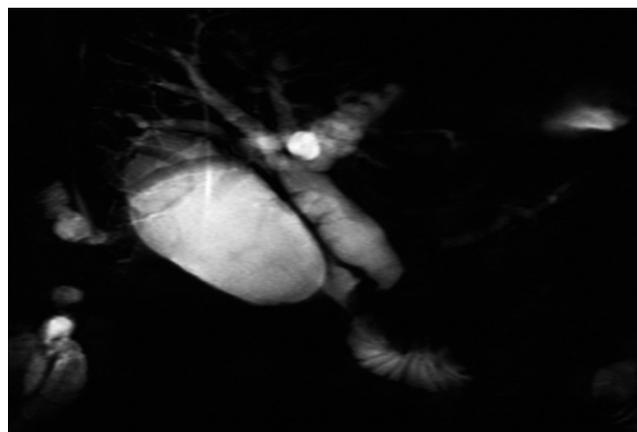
Colangiorresonancia: amputación intrapancreática coledocal y dilatación proximal.
